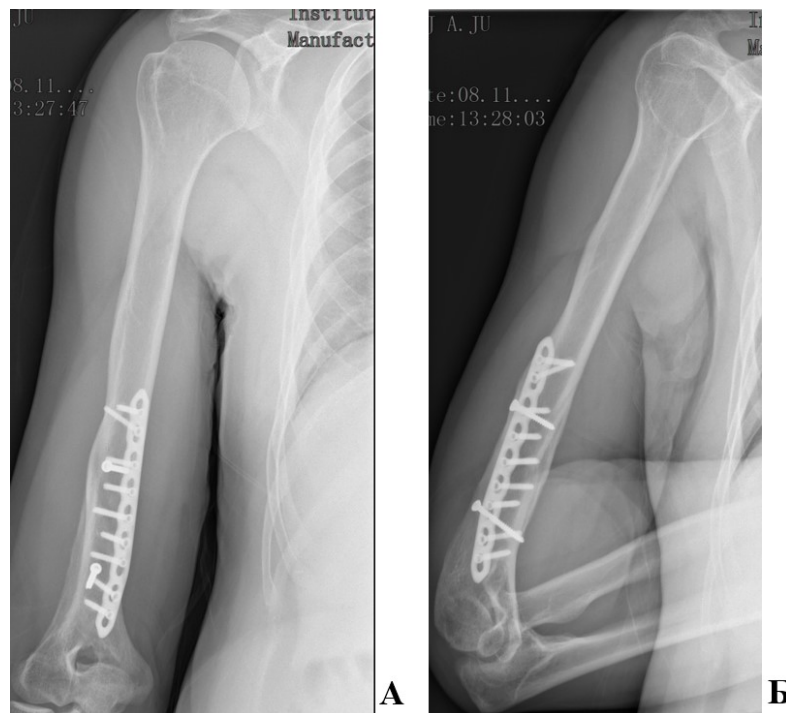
Рентгенограммы пациента З., 42 лет, и/б 22202-13, выполненные через 1 год после травмы. А – прямая проекция, Б – боковая проекция. Определяется сросшийся перелом правой плечевой кости после остеосинтеза
